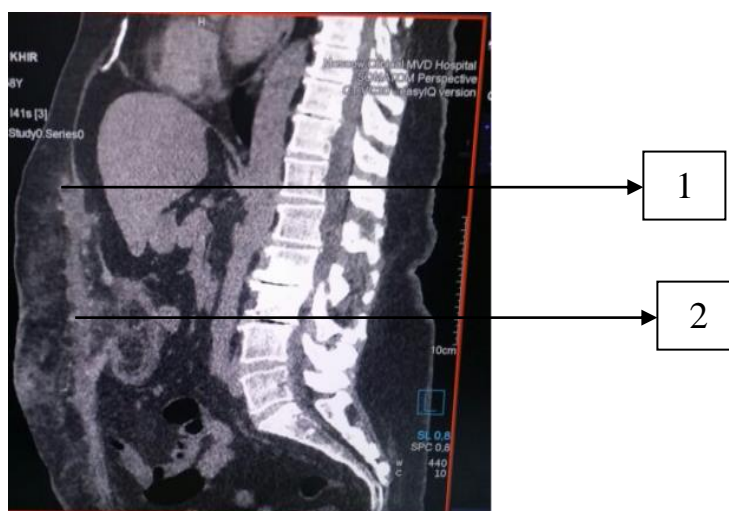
Пациентка С, 45 лет: при КТ – грыжевой дефект отсутствует, имеются признаки незначительной инфильтрации тканей (1 год) после операции
